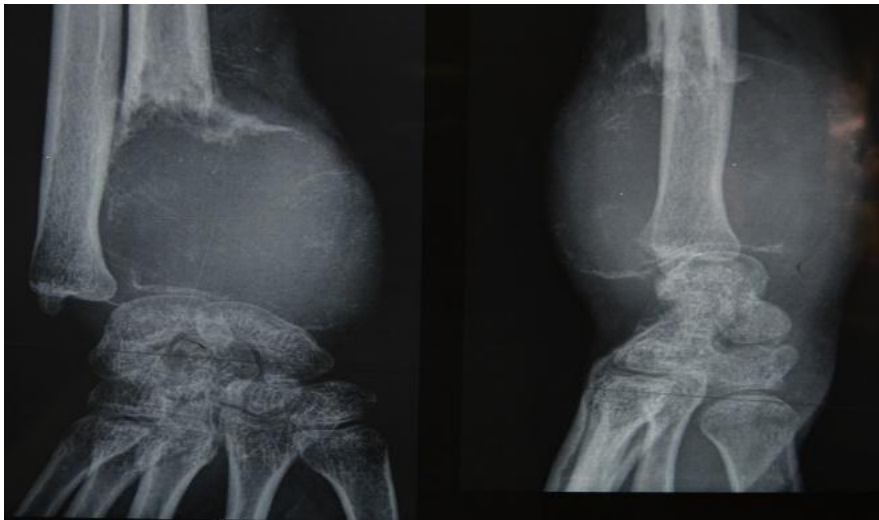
Radiographie de face et profil du poignet gauche montrant une ostéolyse diffuse à contours flous de l'extrémité distale de l'avant-bras
